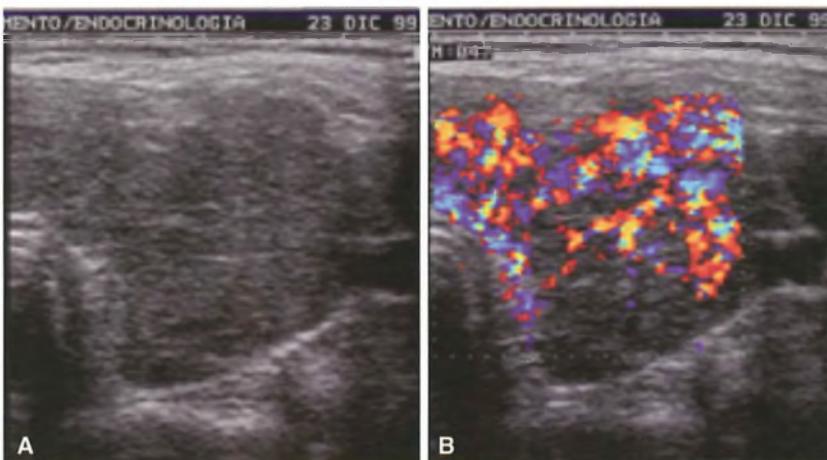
Ecotomografia della ghiandola tiroide in un caso di morbo di Graves: in A è possibile apprezzare l'aumento diffuso della ghiandola; all'eco-Doppler (B) si apprezza la diffusa vascolarizzazione.
